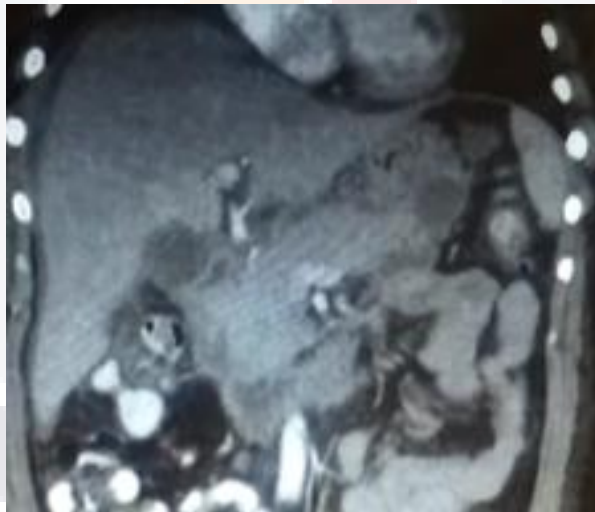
Corte coronal de tomografía axial computada con contraste intravenoso que muestra colección peripancreática.
